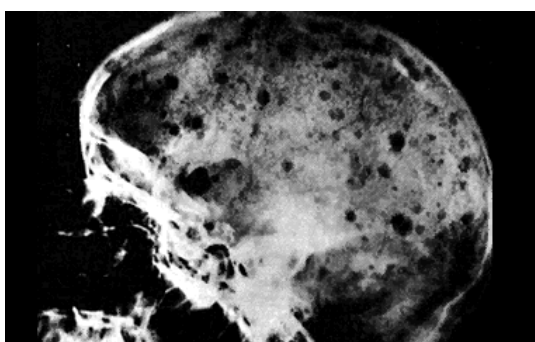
Radiografie craniană. Leziuni osteolitice
